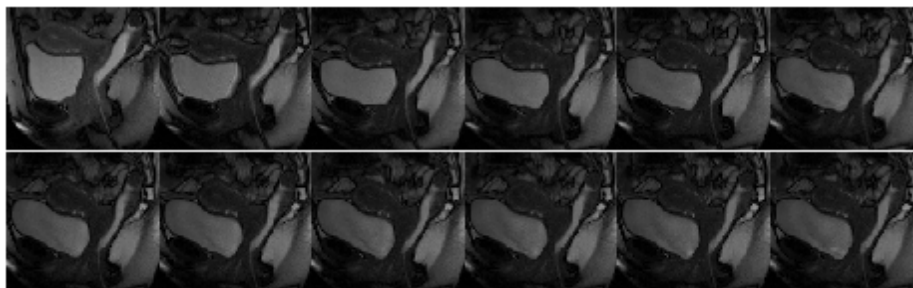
Muestra ampliada de estudio de IRM dinámico en corte sagital medio
